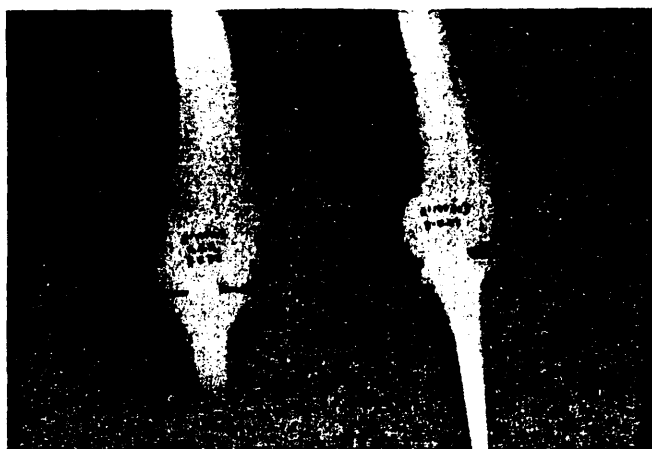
Radiografía tras el recambio protésico con el implante utilizado actualmente.
